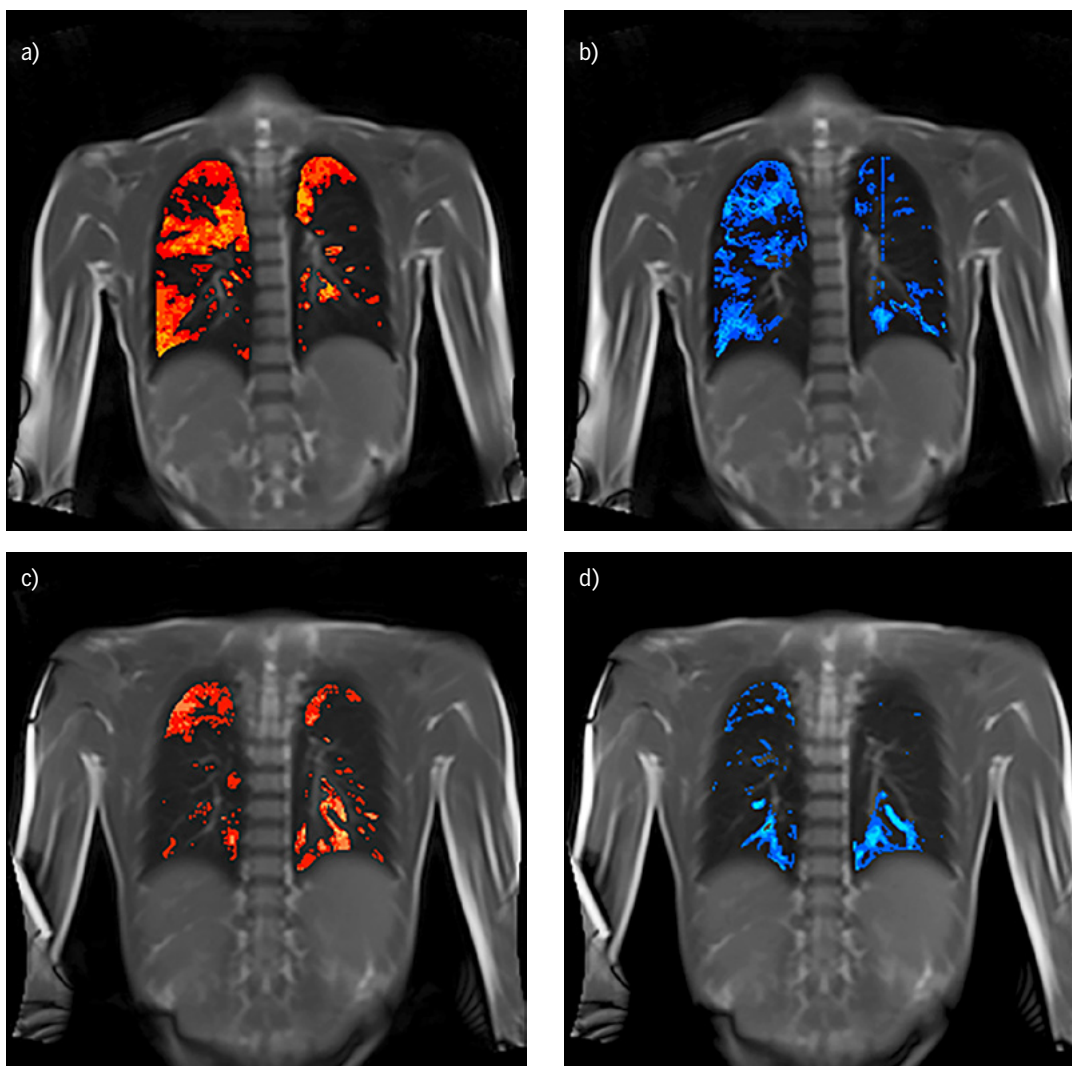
Funktionelle Magnet Resonanz Tomographie (MRT) Bilder der aktuell 15 6/12 Jährigen Patientin. Vor Trikafta® (12/2019) morphologisch Bronchiektasien mit Bronchialwandverdickung in beiden Unterlappen, Mittellappen rechts und beiden Oberlappen mit Mucus plugging im rechten Oberlappen. Nach Trikafta®start (11/2020, Bilder vom 03/2021) keine Bronchiektasien mehr, nur noch diskrete Bronchialwandverdickungen im linken Oberlappen und keine Mucus Plugs.
